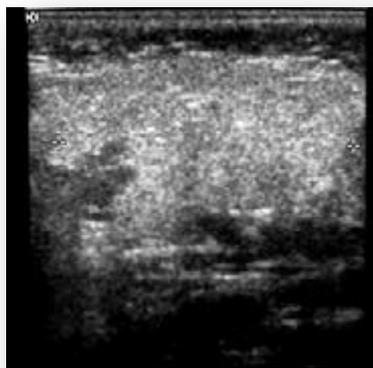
Ecografía de glándula parótida sana, se observa un piqueteado fino, homogéneo regular de aspecto granítico característico.
